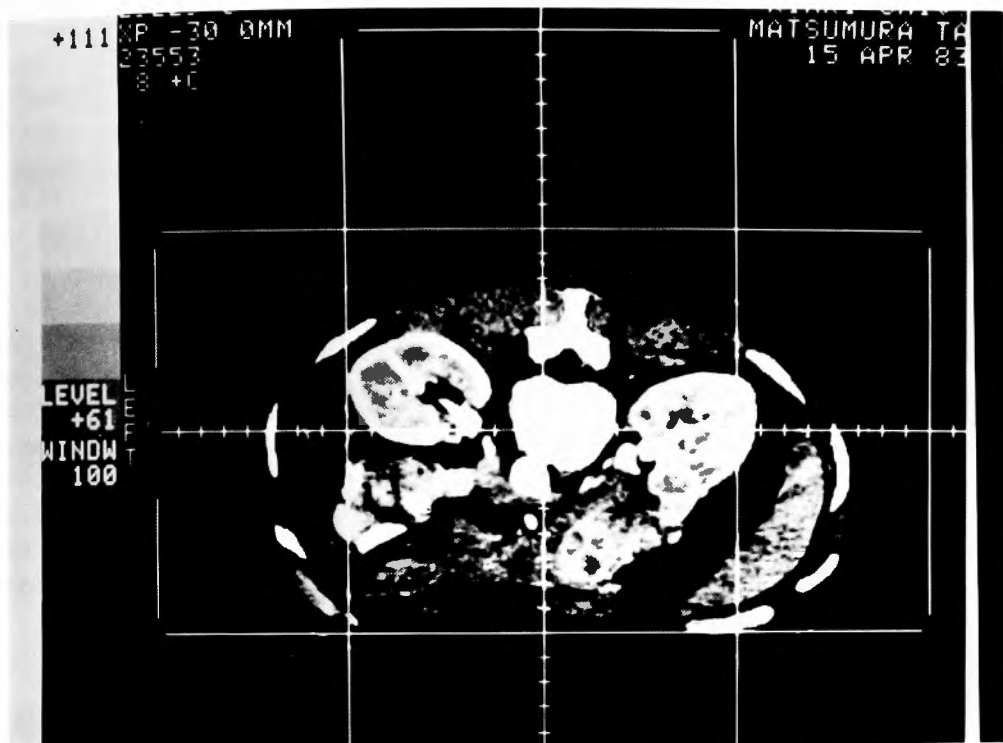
CT of the abdomen showing multiple pancreatic mass
